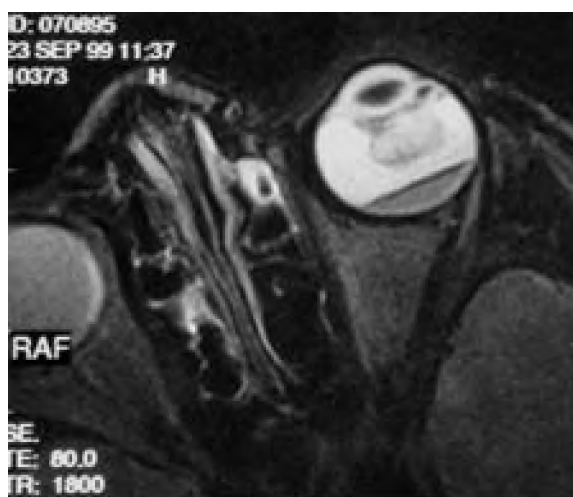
Transverse PD and T2-weighted MR images visualize V-shape retinal detachment with hyperintense subretinal exudation; separation of cholesterol-containing exudates from hemorrhagic components.
